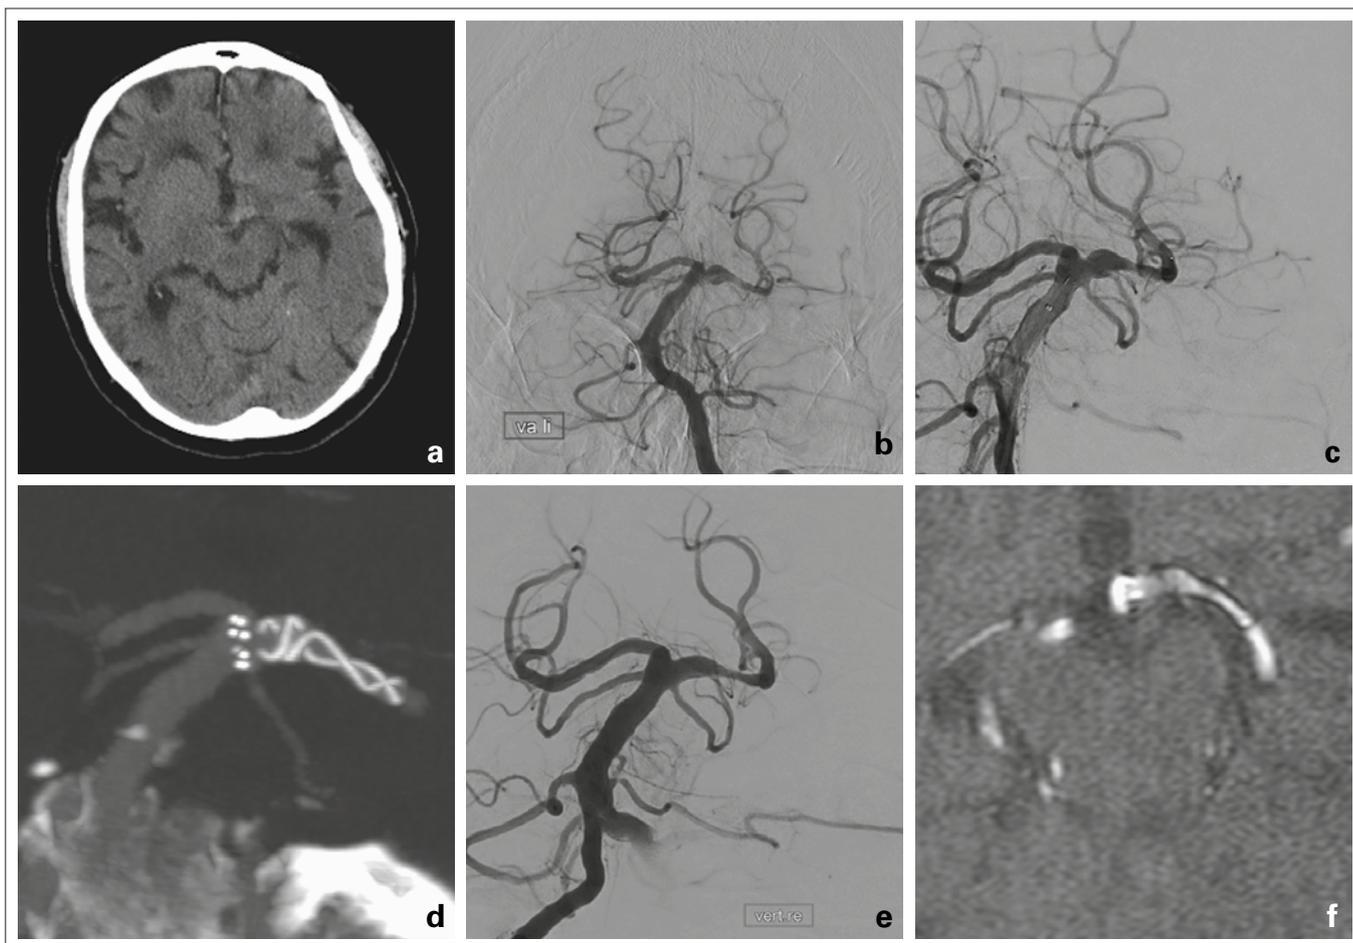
Der 82-jährige Patient kam mit Kopfschmerzen zur Aufnahme. Im CT zeigte sich eine kleine Hyperdensität an der Basilarispitze nach links (a). Eine Lumbalpunktion erbrachte xanthochromen Liquor. Die Angiographie zeigte eine dolichoektatische Erweiterung der linken A. vertebralis und der A. basilaris mit einem fusiformen Aneurysma des linken P1-Segmentes (b). Es wurde ein flusskorrigierender Stent implantiert (c, d). In der Jahreskontrolle (e) ist das Aneurysma rückgebildet und die MR-Angiographie 5 Jahre nach der Behandlung (f) ergibt keinen Anhaltspunkt für ein Rezidivaneurysma. Auch die dolichoektatische A. basilaris zeigte einen stabilen Verlauf.
